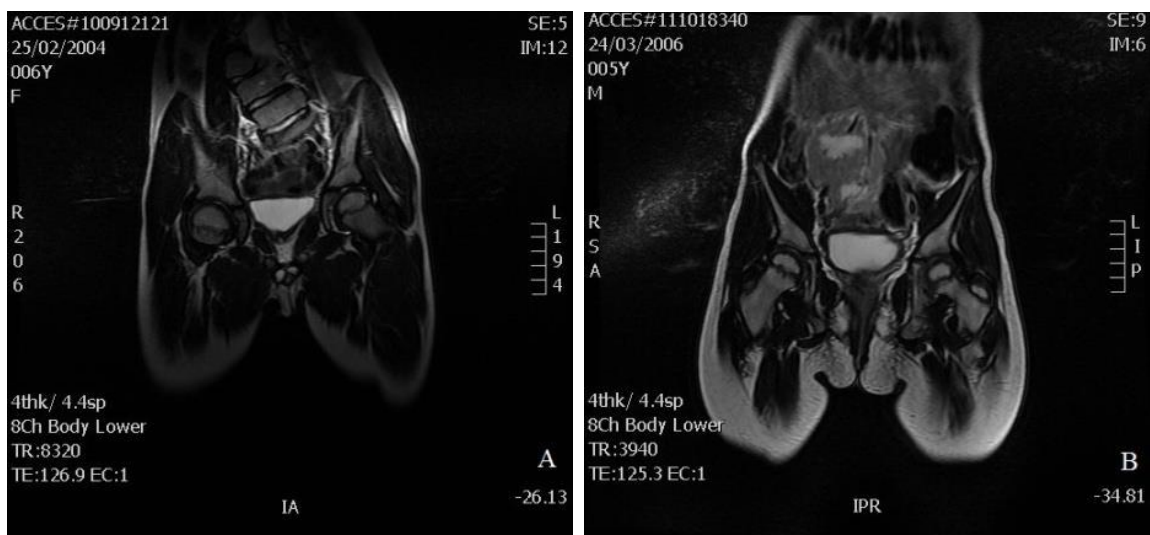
Figura Immagini di RM di due pazienti con MAR: nell'immagine A il canale anale appare deviato a sinistra di 4 mm con ridotto spessore dell'elevatore dell'ano; nell'immagine B il canale anale presenta regolare lunghezza e minima eccentricità.
